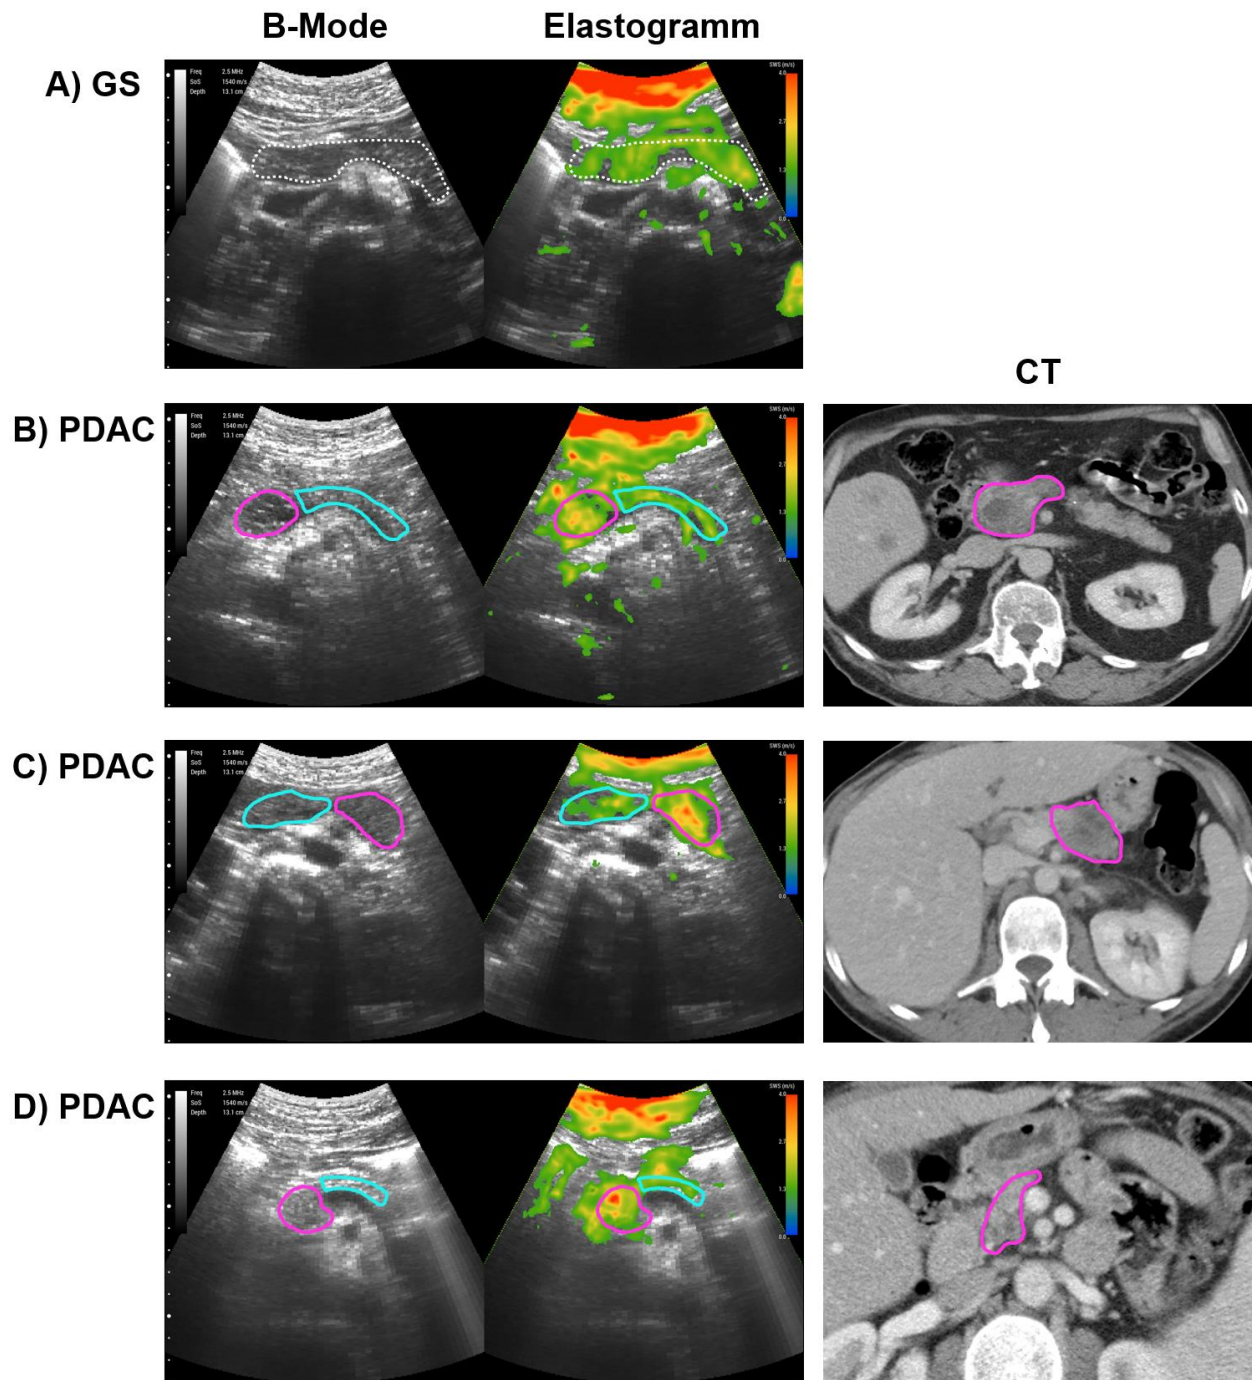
Bildbeispiele der pankreatischen zeitharmonischen Elastografie. links: Longitudinale Ultraschall Aufnahmen. B-Mode (links) und nach Scherwellengeschwindigkeit (SWS) farbkodiertes Elastogramm (rechts). Die Farbskala repräsentiert SWS in m/s von blau (geringe SWS) bis rot (hohe SWS). A) Eine 25-jährige Frau mit gesundem Pankreas (GS). Die gepunktete weiße Linie schließt das gesunde Pankreas ein (SWS, $1,53 \pm 0,22$ m/s). B-D) Exemplarisch drei PatientInnen mit duktalem Adenokarzinom des Pankreas (PDAC): B) 69-jähriger Mann; C) 35-jährige Frau; D) 50-jähriger Mann. Die Pankreatische Tumormasse (PDAC-T; magentafarbene Linie) ist jeweils hypoechoogen im B-Mode und steifer (B, $1,80 \pm 0,40$ m/s / C, $1,97$ m/s $\pm 0,54$ m/s / D, $1,92$ m/s $\pm 0,56$ m/s) im Elastogramm im Vergleich zum nicht-tumorösen Pankreas (PDAC-NT; B, $1,55 \pm 0,26$ m/s / C, $1,51$ m/s $\pm 0,26$ m/s / D, $1,66$ m/s $\pm 0,31$ m/s; türkisfarbene Linie). Rechts: Kontrastmittelgestützte Aufnahmen der Computertomografie (CT) dienen als bildgebende Referenz und bestätigten die Lokalisation des PDAC-T innerhalb des Pankreas (analog zur THE magentafarbene Linie): B) Caput, C) Corpus, D) Caput. Quelle: Modifiziert nach (1) mit freundlicher Genehmigung von Wolters Kluwer Health, Inc.
